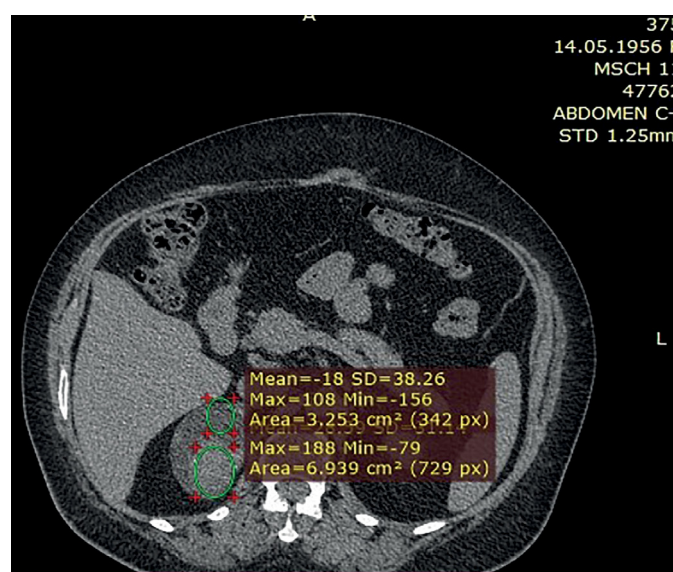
КТ, венозная фаза. Опухоль имеет гетерогенную плотность.
